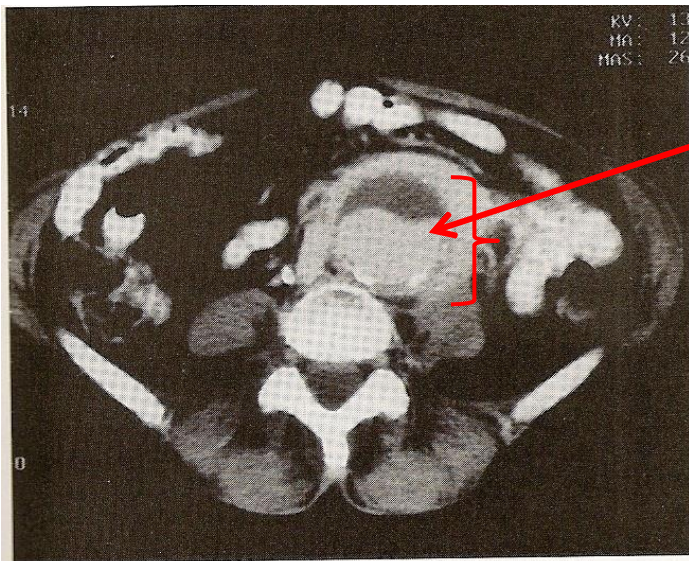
CT scan of an inflammatory aneurysm showing contrast-enhanced, thickened aortic wall along anterolateral aspects of the abdominal aortic aneurysm.
